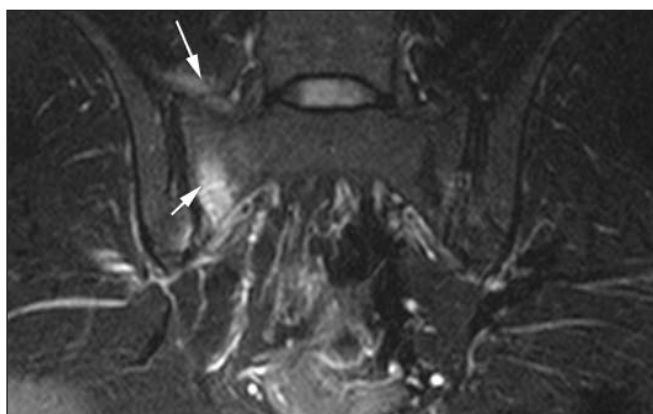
МРТ, T_2 -FS-взвешенный режим, в полуколоннарной плоскости у больного АС. Повышение интенсивности сигнала от верхней части капсулы правого КПС — отек (длинная стрелка). В области правого КПС также имеется отек костной ткани крестца (короткая стрелка)
